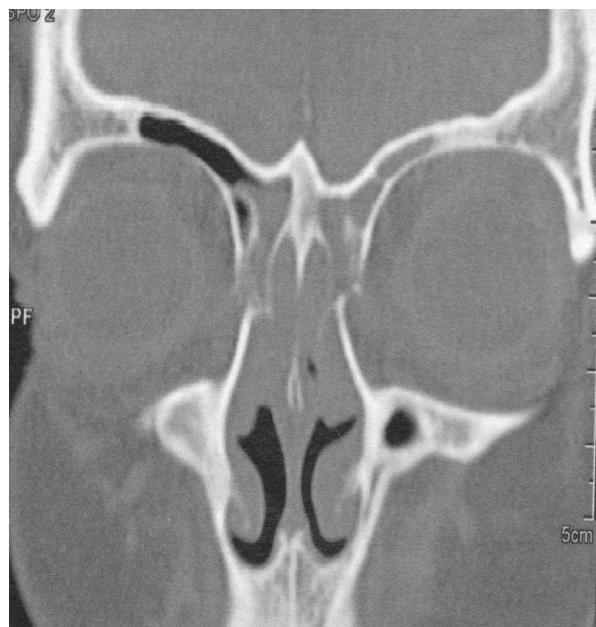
CT image. Native examination
